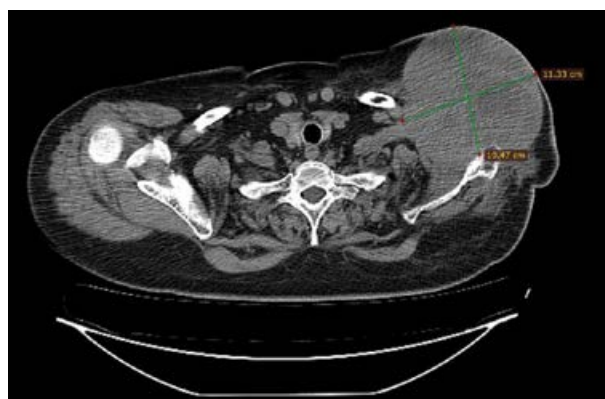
КТ всего тела от апреля 2019 г.: гиперметаболическое образование мягких тканей левой подключичной области с признаками местного распространения
